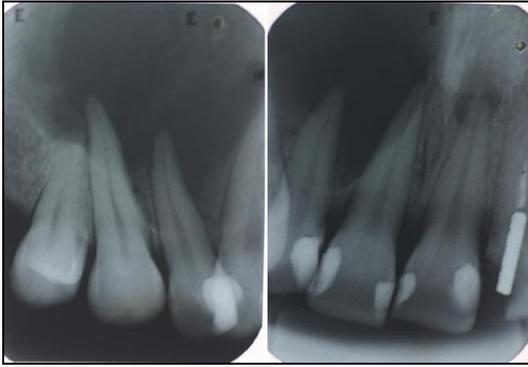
Radiografia Periapical indicando deslocamento radicular.
